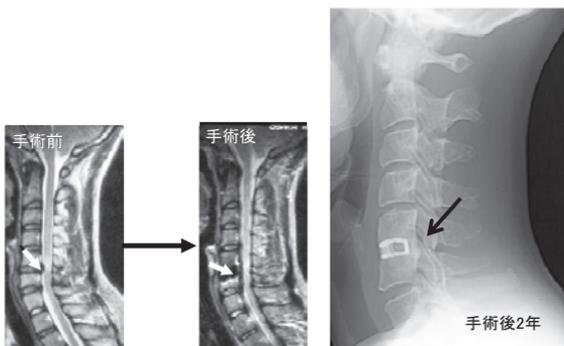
手術前に前方（左側）から脊髄が圧迫されていましたが、椎間板を除去して骨のとげを削る手術を行った結果、脊髄の圧迫が無くなっています。椎間板を除去した後は、骨の中に入れたチタン製の箱（ケージ）を入れていますが、術後2年の単純X線像では上下の骨がつながっているのがわかります（矢印）。
